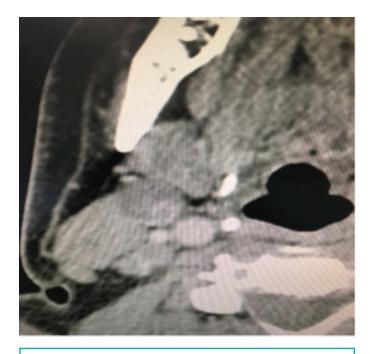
TAC cervicocraneal.
